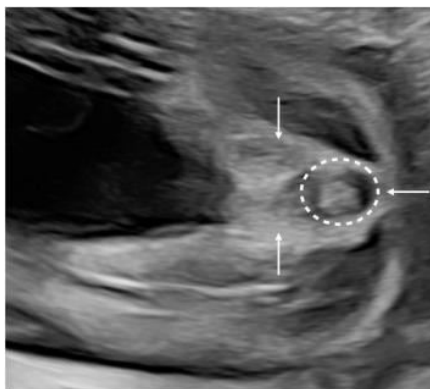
Imagine ecografică fetală 2D, în modul grayscale, a „semnului de țintă” în secțiunea tangentială a perineului.
